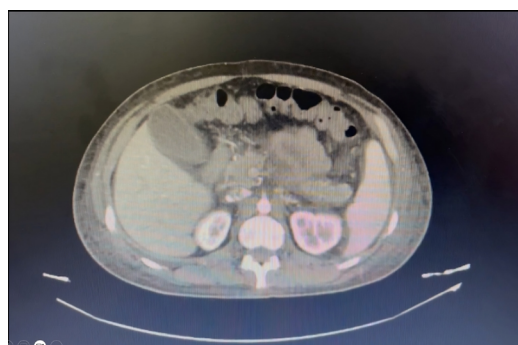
Corte axial de tomografía computarizada de abdomen y pelvis en ventana para tejidos blandos.
